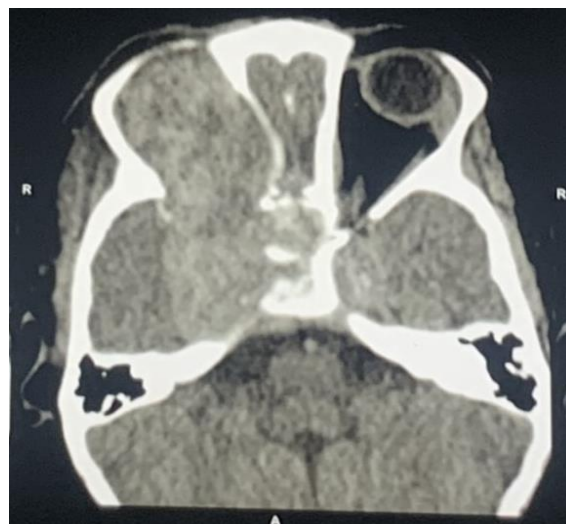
TDM contrôle, Récidive tumorale
